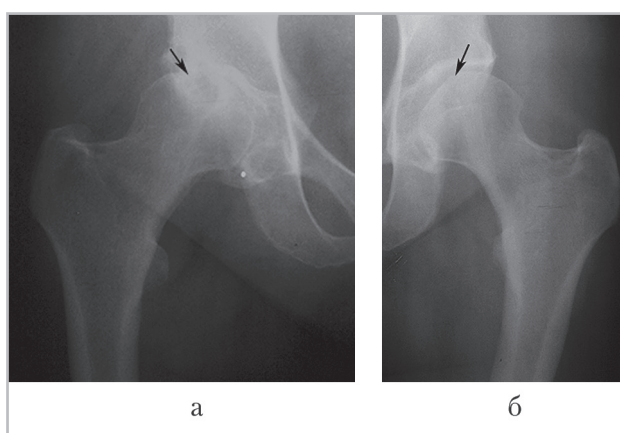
Рентгенограммы тазобедренных суставов пациентки А., 50 лет, с серонегативным спондилоартритом, давность заболевания 3 года: а — в субхондральном отделе головки правой бедренной кости определяется участок некроза (стрелка), отграниченный зоной просветления и линией остеосклероза (2-я стадия); б — неизменная костная структура головки левой бедренной кости (стрелка)
